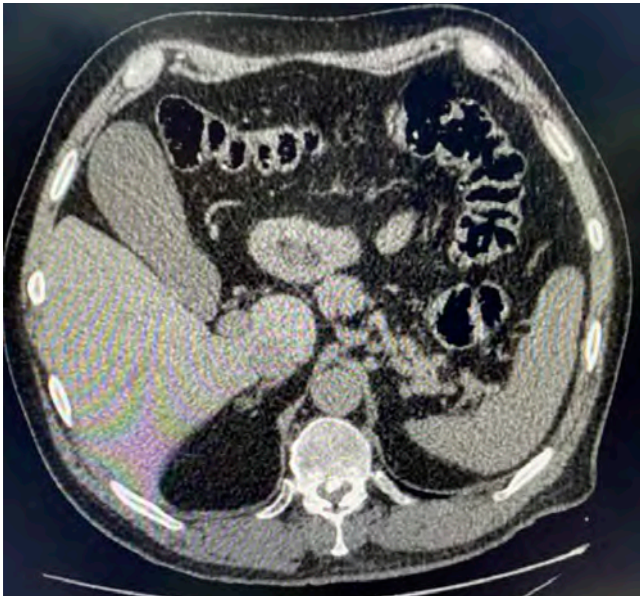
Tomografía abdominal negativa para colecistitis aguda.
